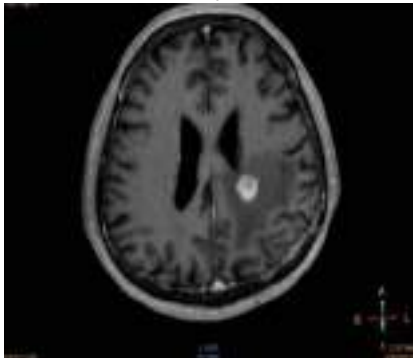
МРТ до радиохирургии
